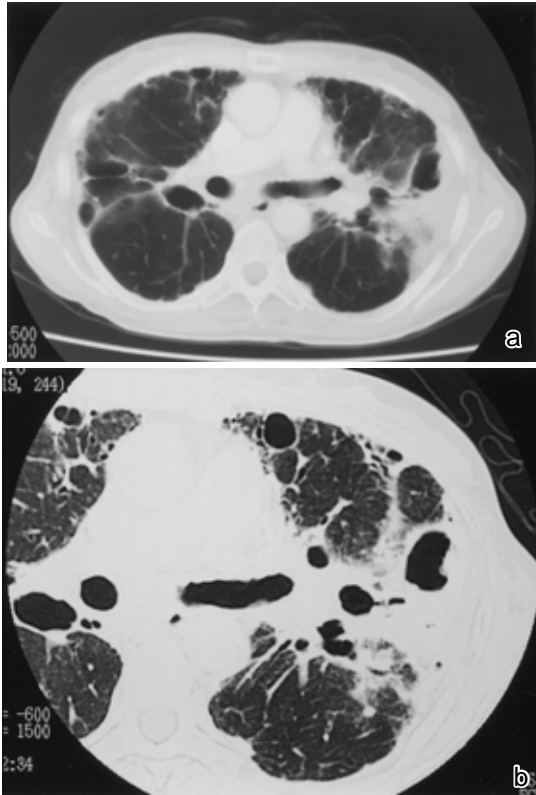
Chest CT scan on admission showing cystic changes in both lung fields ( a ) accompanied with subpleural consolidation in the left lung ( b )
